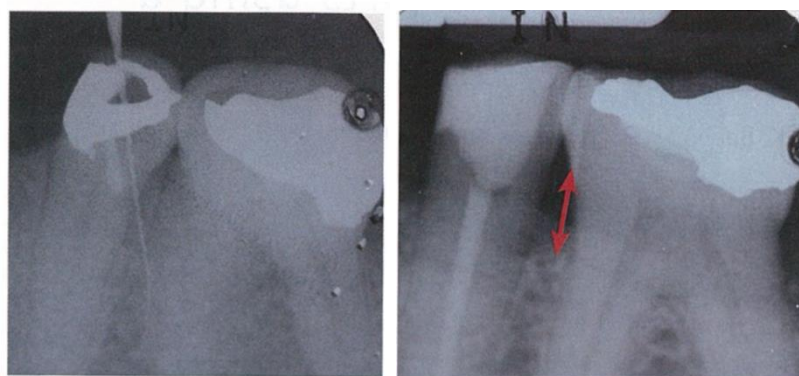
Réparation d'une perforation distale de 35 avec du Biodentine™. Radiographie pré-opératoire avec la perforation mise en évidence, radiographie post-opératoire (Bachoo *et al.*, 2013).
